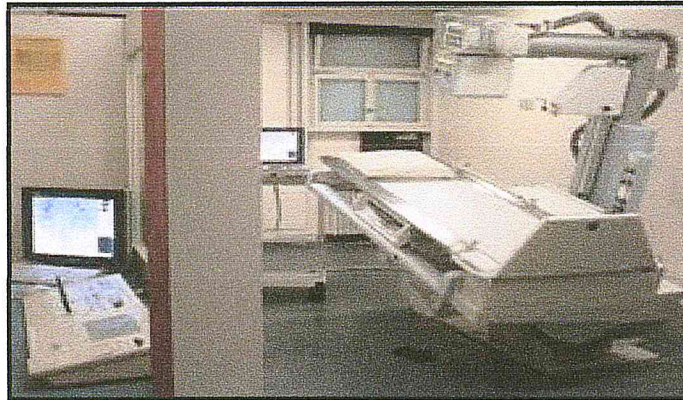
L'appareil de la radiographie utilisé en radiologie interventionnelle.
